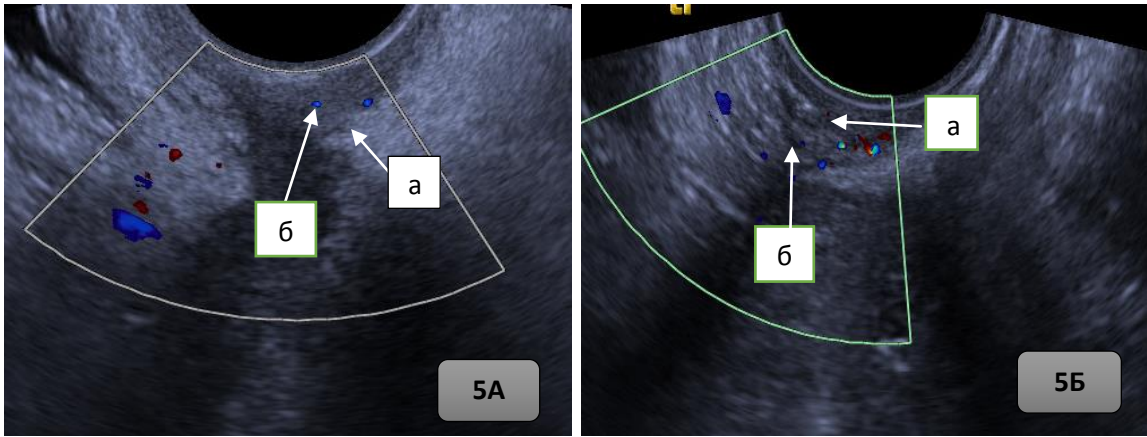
Рисунок 5А и 5Б – Ультразвуковая томограмма неизменной стенки культи влагалища при цветовом доплеровском картировании: а) культи влагалища; б) единичные сосудистые локусы.
